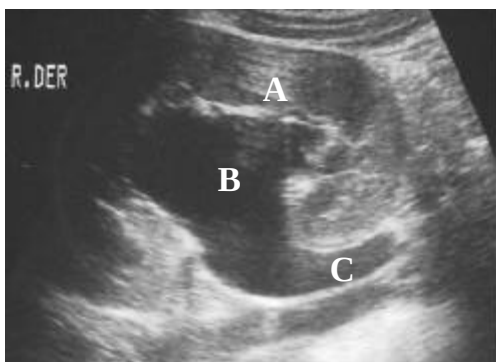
Hidronefrosis diagnosticada por ecografía. En A se observa parenquima renal normal, B pelvis dilatada, C ureter proximal dilatado.
